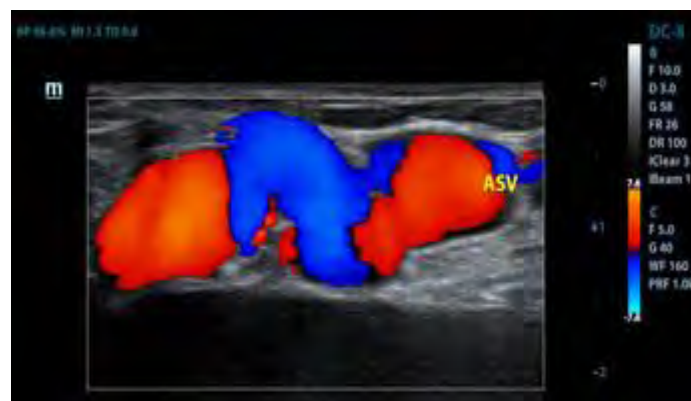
Visualisation d'un écho-doppler veineux (119)
